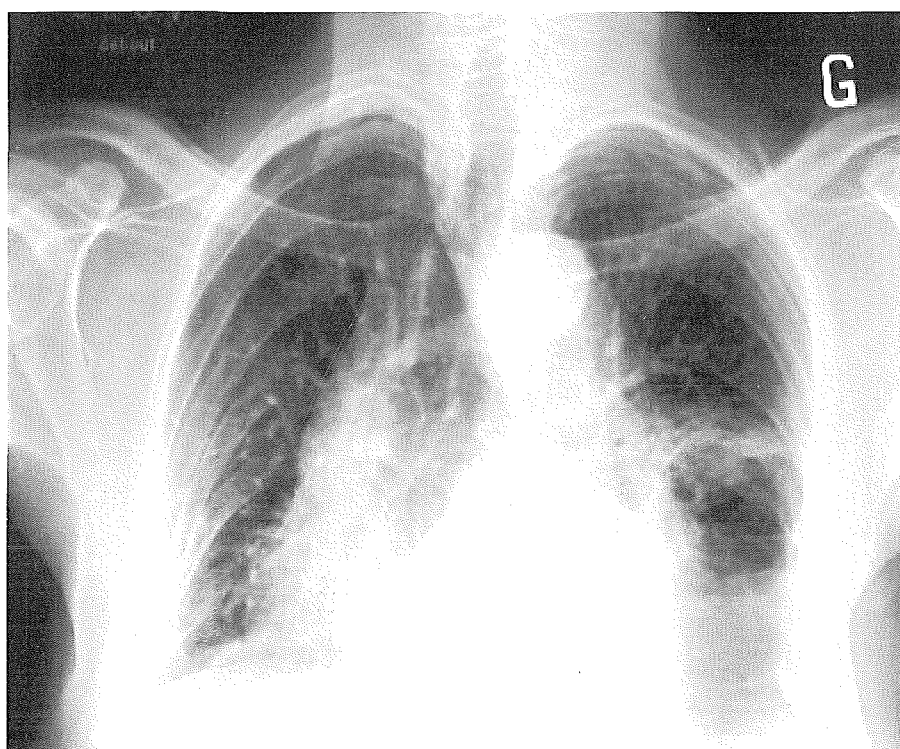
Le même patient radiographié le lendemain, colothorax gauche
